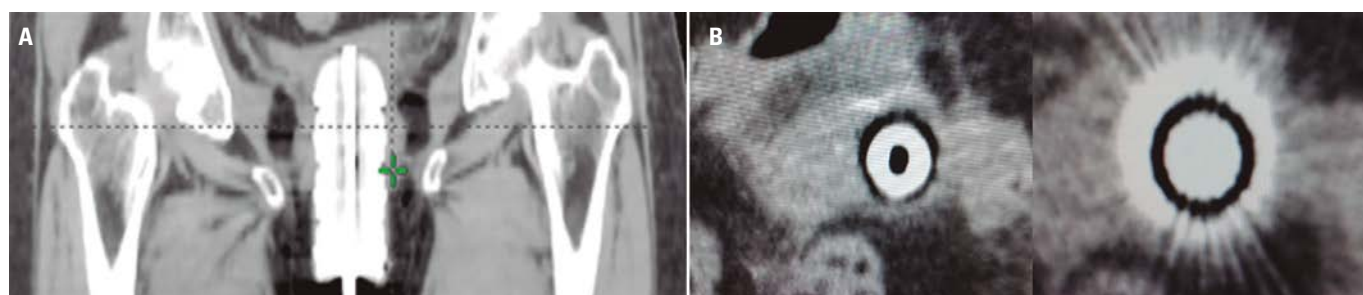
A. Una TC coronal que muestra la fijación incorrecta de los cilindros que produce la salida del tubo-guía central. B. Imágenes que se aprecian en los cortes axiales en 2 planos distintos.
